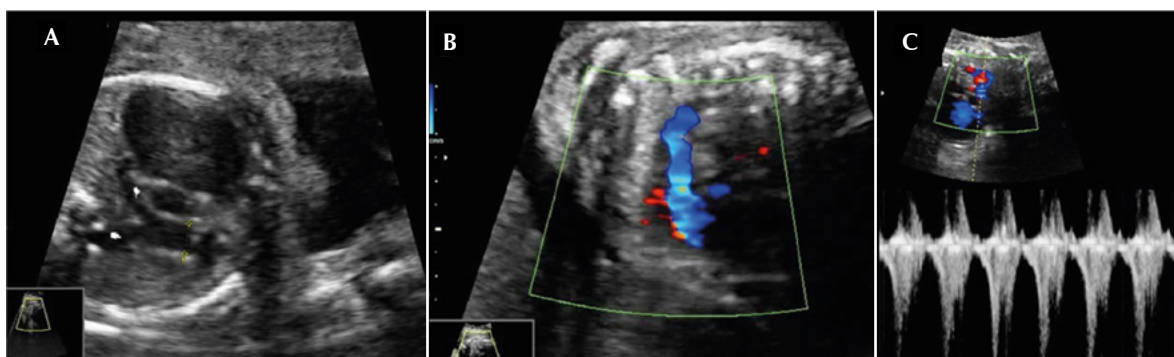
Corte da via de saída do ventrículo direito demonstra (A) artéria pulmonar de bom calibre, (B) fluxo reverso na artéria pulmonar ao color Doppler e (C) ao Doppler pulsátil.
